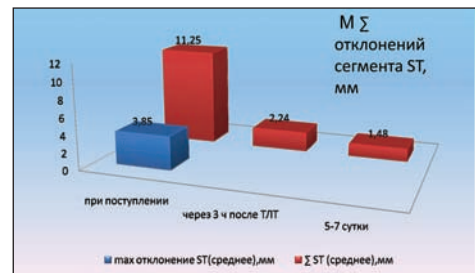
Реперфузия (электрокардиографические признаки)
